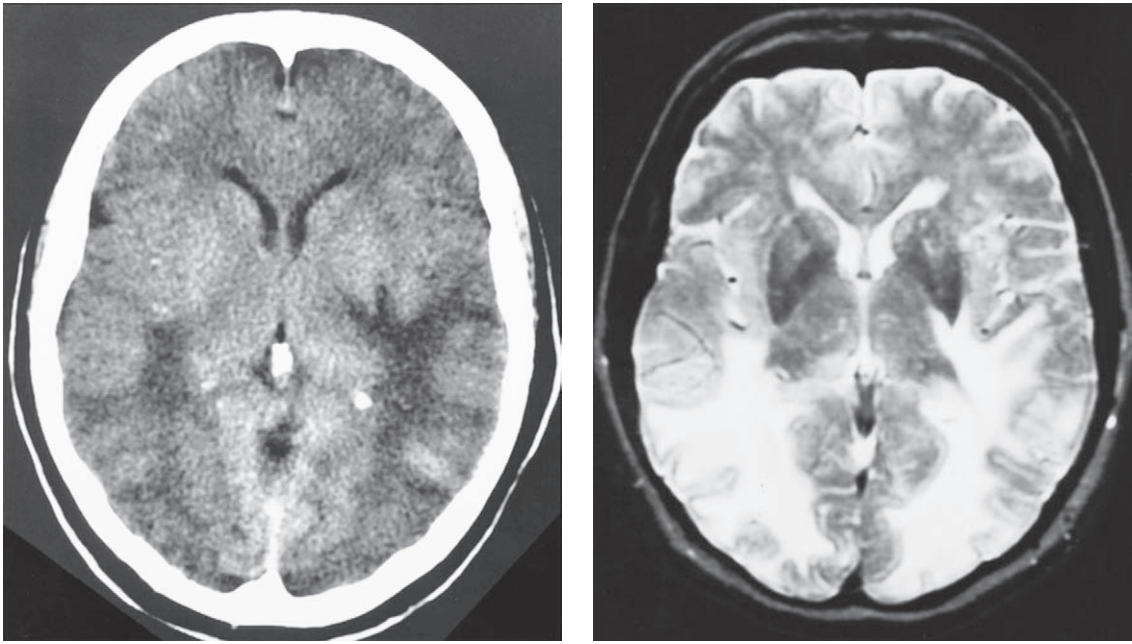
Encefalopatía hipertensiva en una mujer de 55 años de edad con dolor de cabeza y una convulsión. En el estudio de CT se observan las alteraciones características de exceso de agua en grandes regiones de la sustancia blanca (*izquierda*) y asimismo en la MRI en T2 (*derecha*). Las áreas de alteración de la señal se asocian con poco efecto de masa y tienden a concentrarse en las regiones posteriores del encéfalo. Son comunes otras lesiones corticales y subcorticales en áreas de vertiente. Es posible que haya infartos heterogéneos asociados en la corteza cerebral, como se muestra en la figura siguiente. Pueden ocurrir las mismas alteraciones en la sustancia blanca occipital en la eclampsia y por otras causas de “leucoencefalopatía posterior” (véase también pág. 1040).
